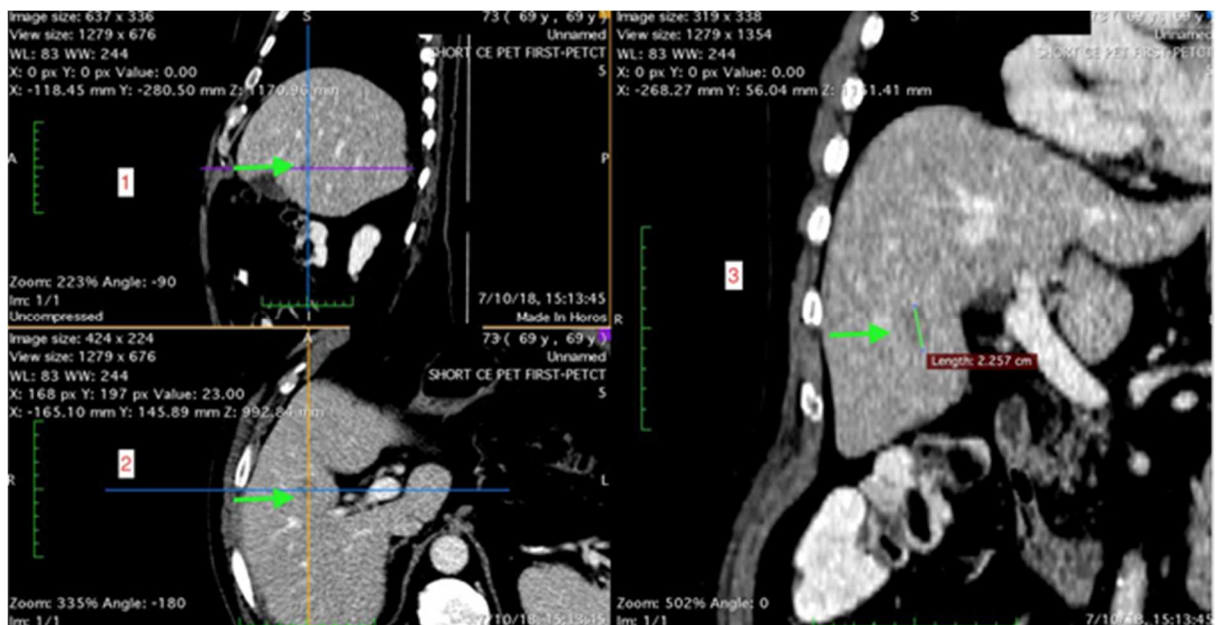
セグメント5の肝臓の転移巣のCT再構成：(1) 矢状、(2) 軸方向、(3) 正面。矢印は転移に対応している。TAの前。
